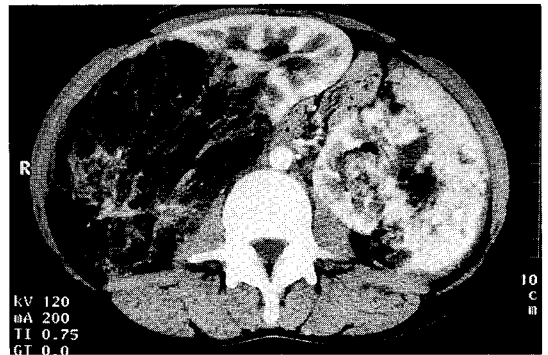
Abdominal CT shows bilateral angiomyolipoma in both kidneys.
